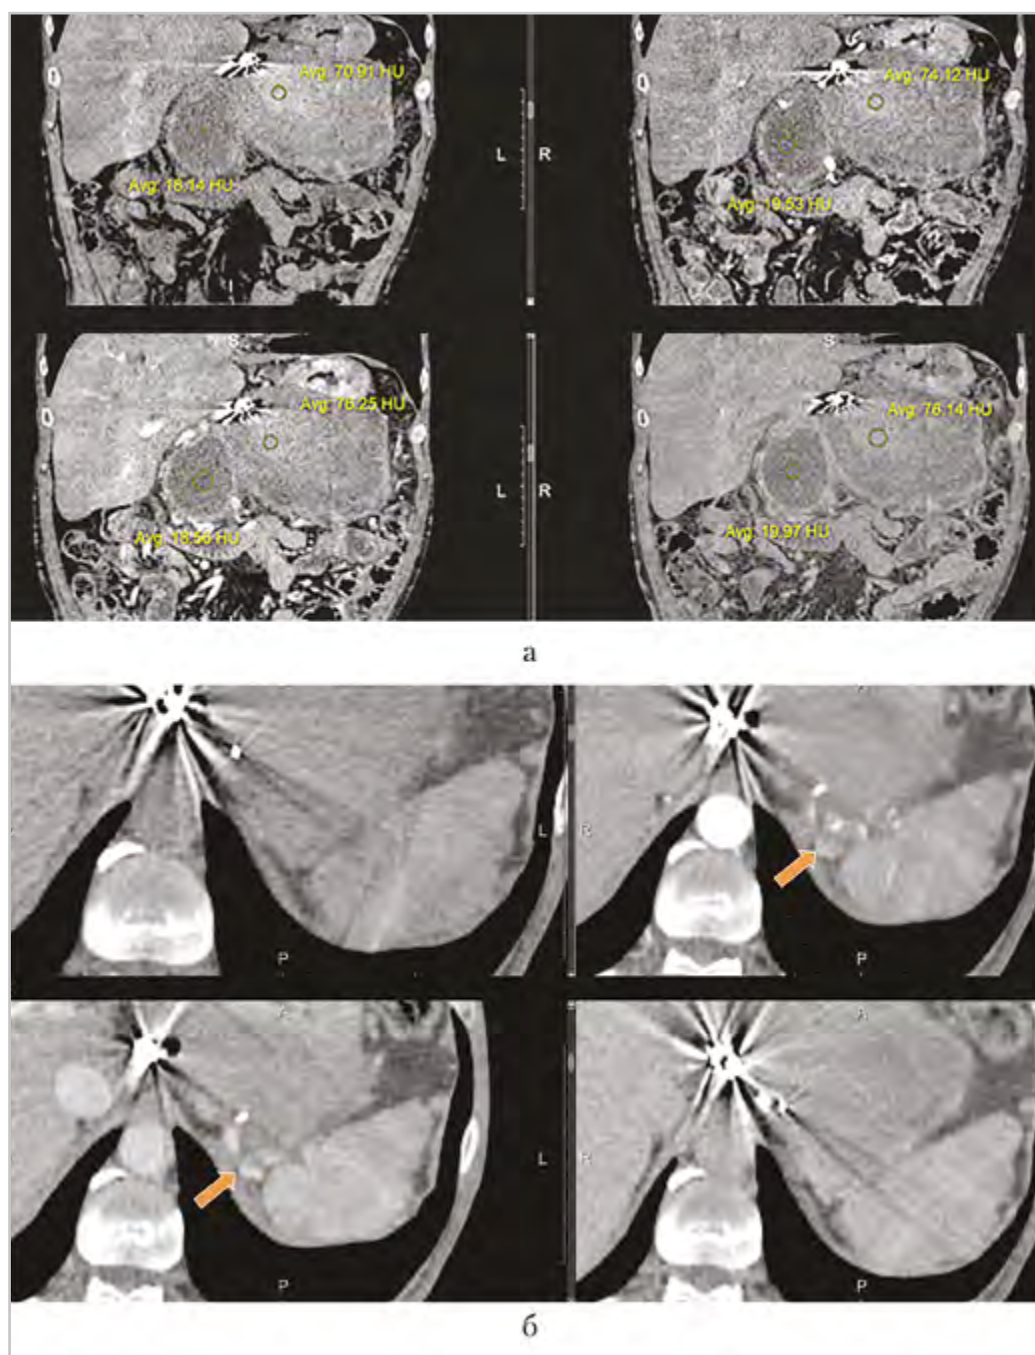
Компьютерные томограммы брюшной полости пациента Е., 57 лет, через сутки после эндоваскулярного вмешательства (многофазное сканирование с наличием высокоплотных включений в проксимальных отделах СА, дающих лучистые артефакты, — 2 спирали Gianturko): *а* — реконструкция во фронтальной плоскости с выведением кистозных образований поджелудочной железы, которые не изменяют своих плотностных характеристик во все фазы сканирования: в головке псевдокиста жидкостной плотности (до 15 ед. Н), в теле и хвосте — ложная АСА плотностью до 76 ед. Н за счет тромба; *б* — аксиальная плоскость с выведением селезенки, без признаков ее ишемии после окклюзии СА с сохранением коллатерального кровотока (стрелки)
